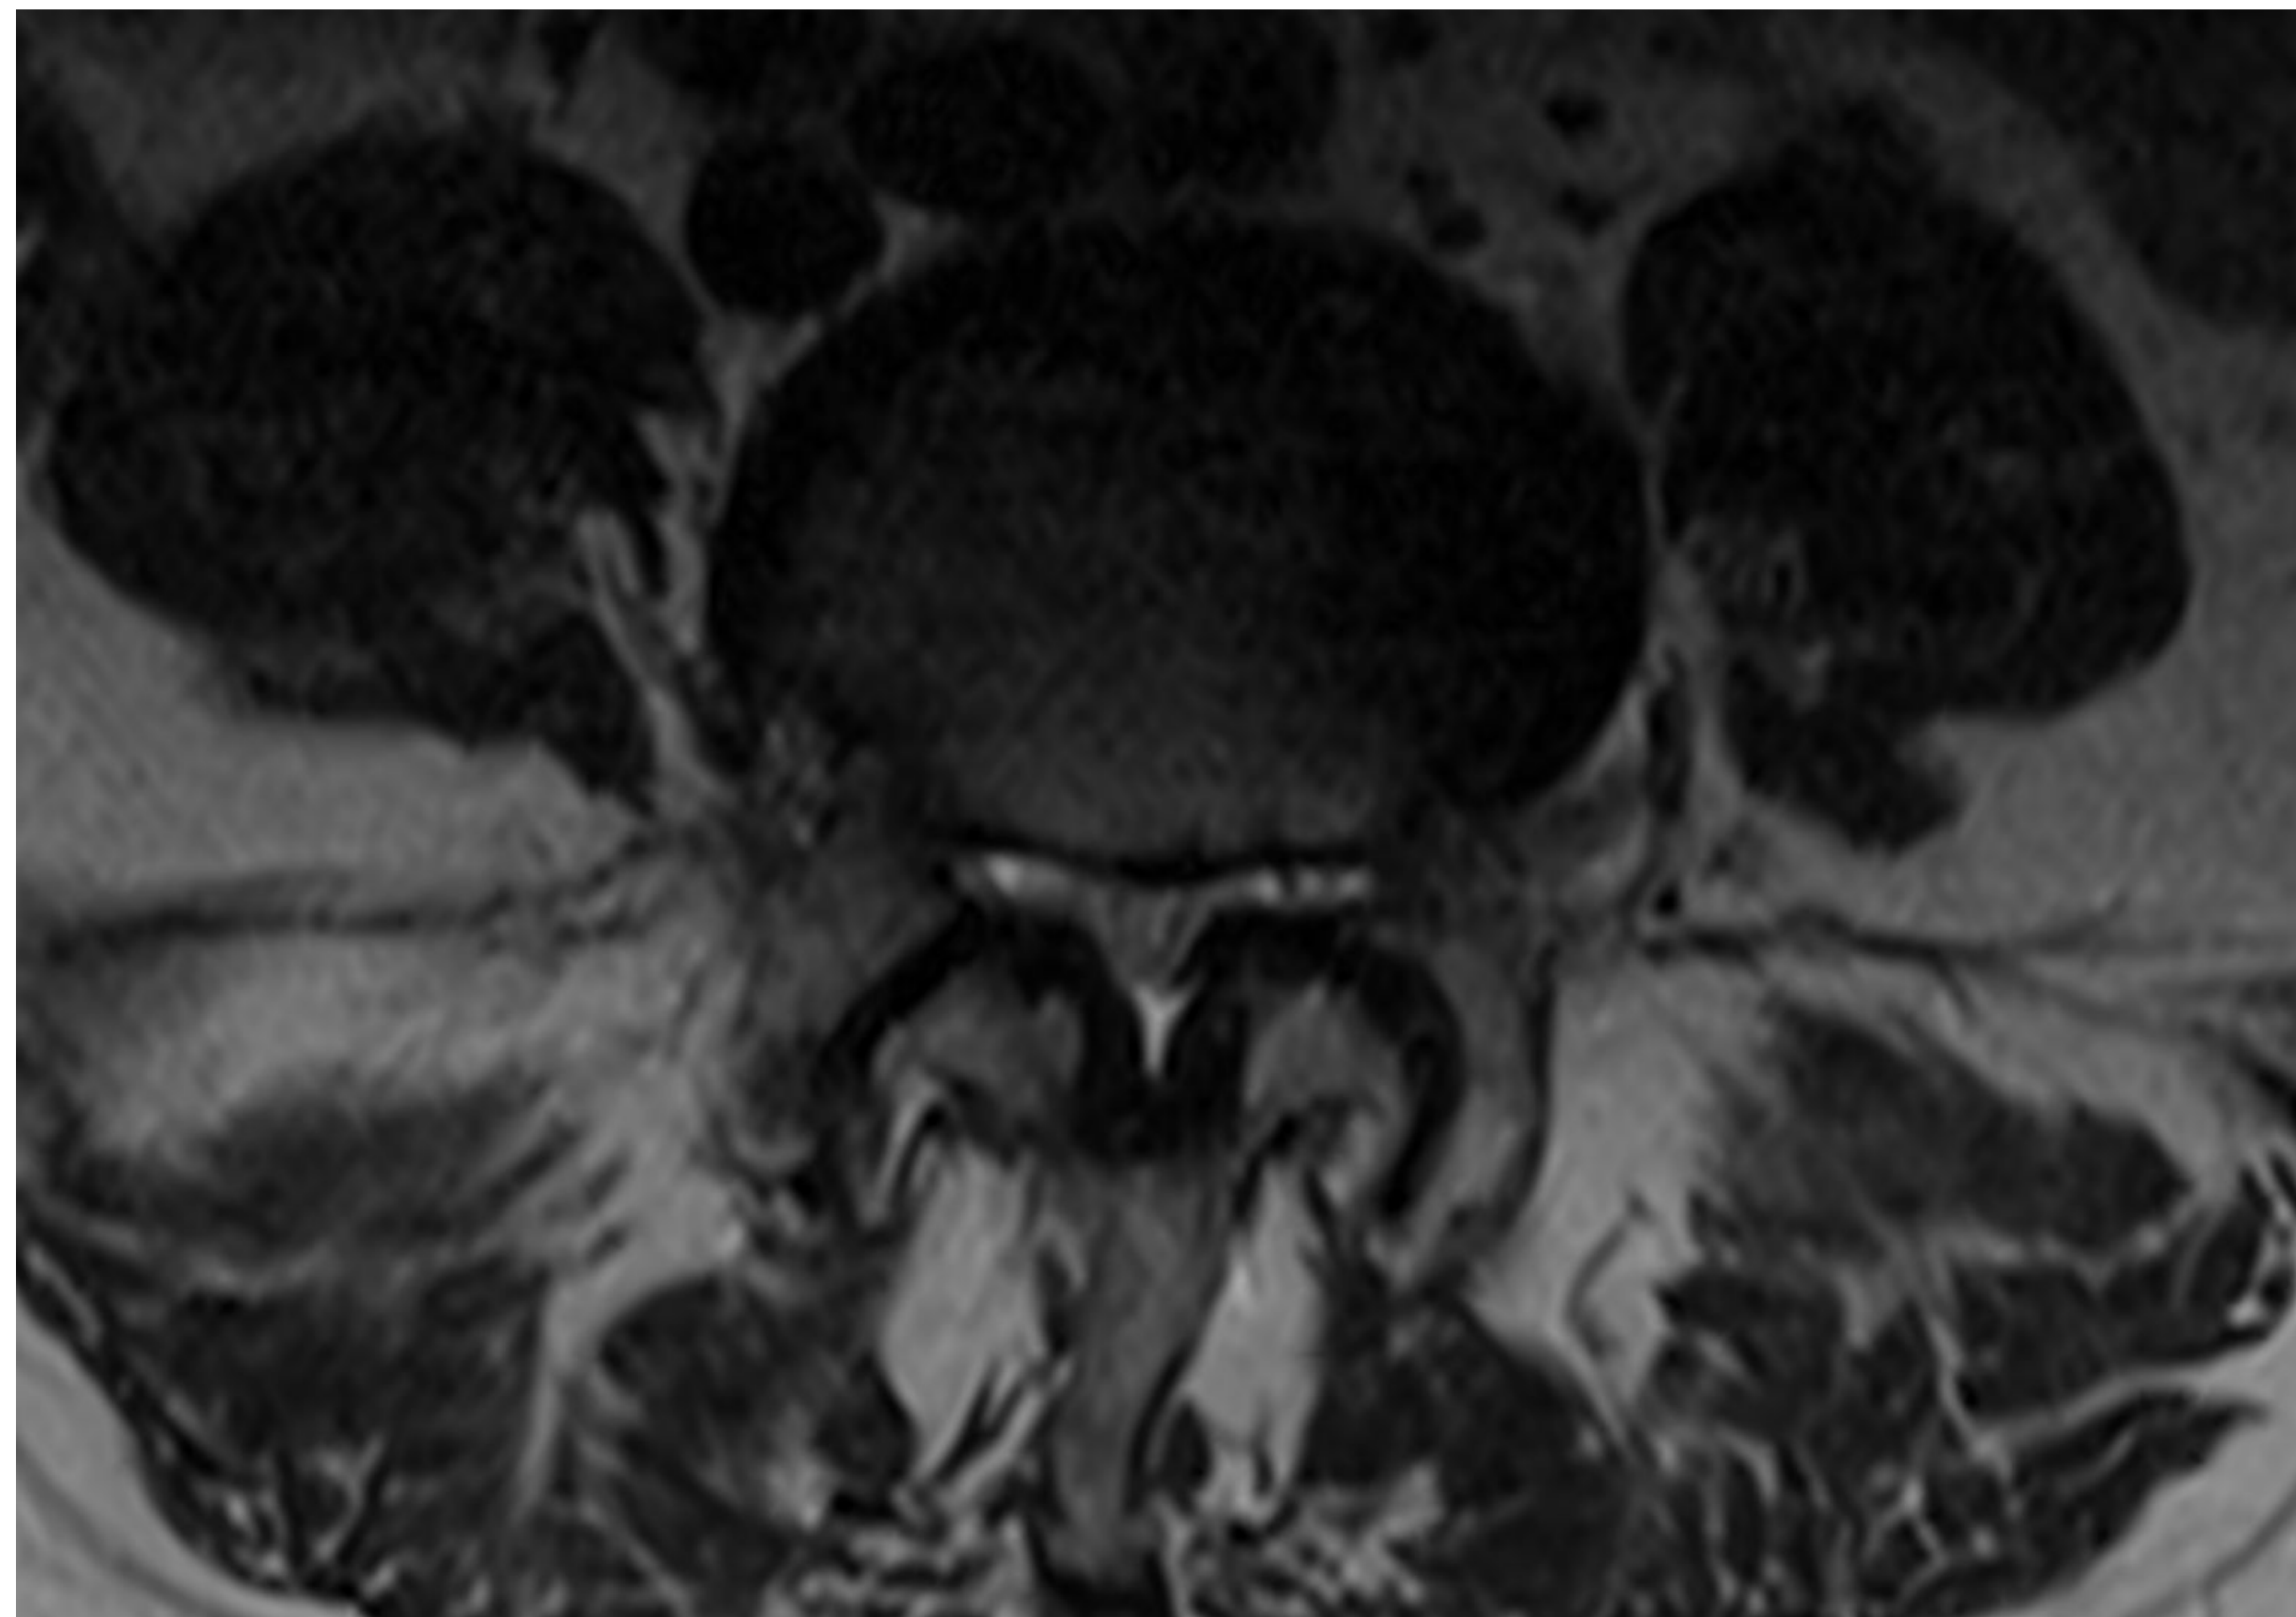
RM con cortes axiales y sagitales de secuencia T2 con saturación grasa con abombamientos discales difusos multinivel.
